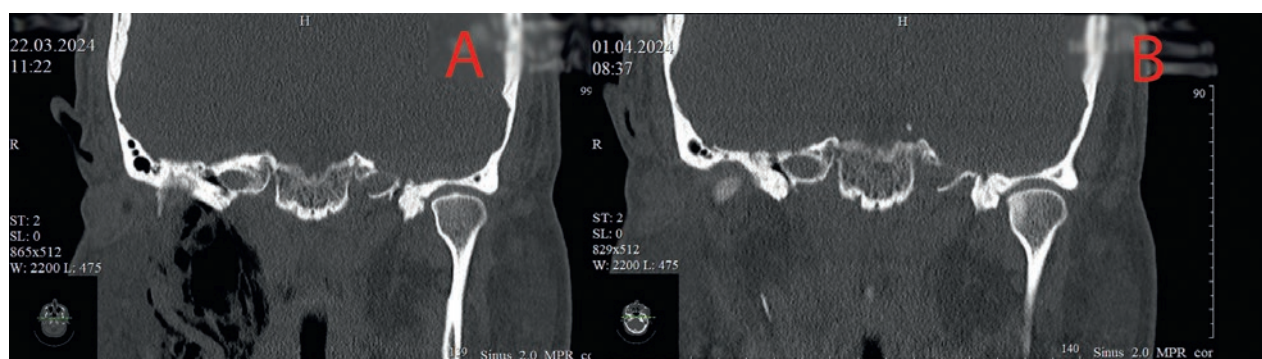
А – МСКТ височных костей при поступлении, коронарная проекция, эмфизема шеи справа; В – МСКТ височных костей через 10 суток, коронарная проекция, признаков эмфиземы шеи нет
